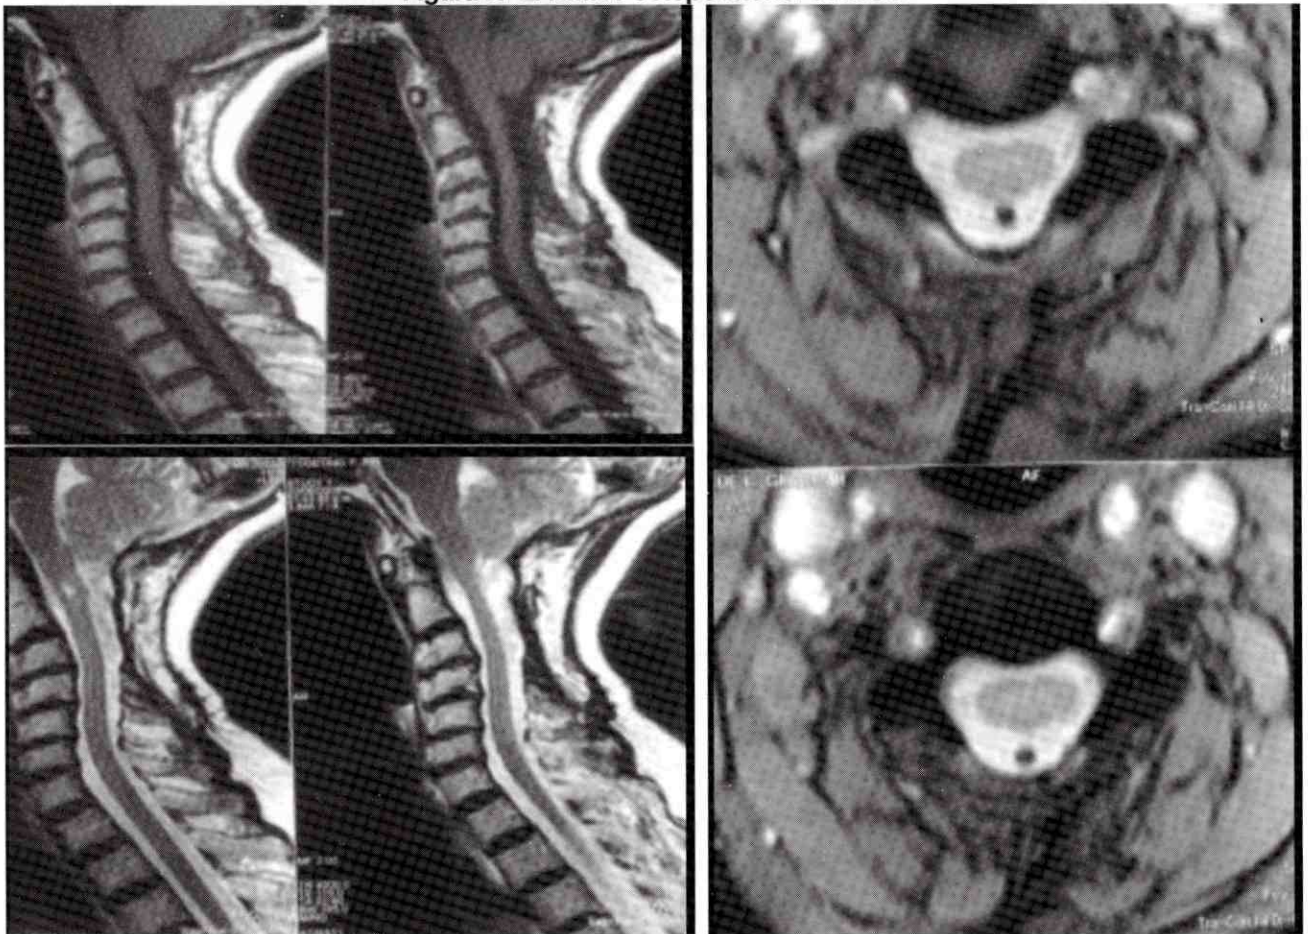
RMN Postoperatorio. 6 AÑOS
